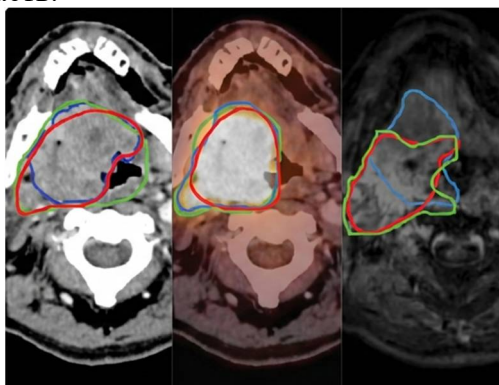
Делинеация GTV при КТ + МРТ + ПЭТ/КТ
